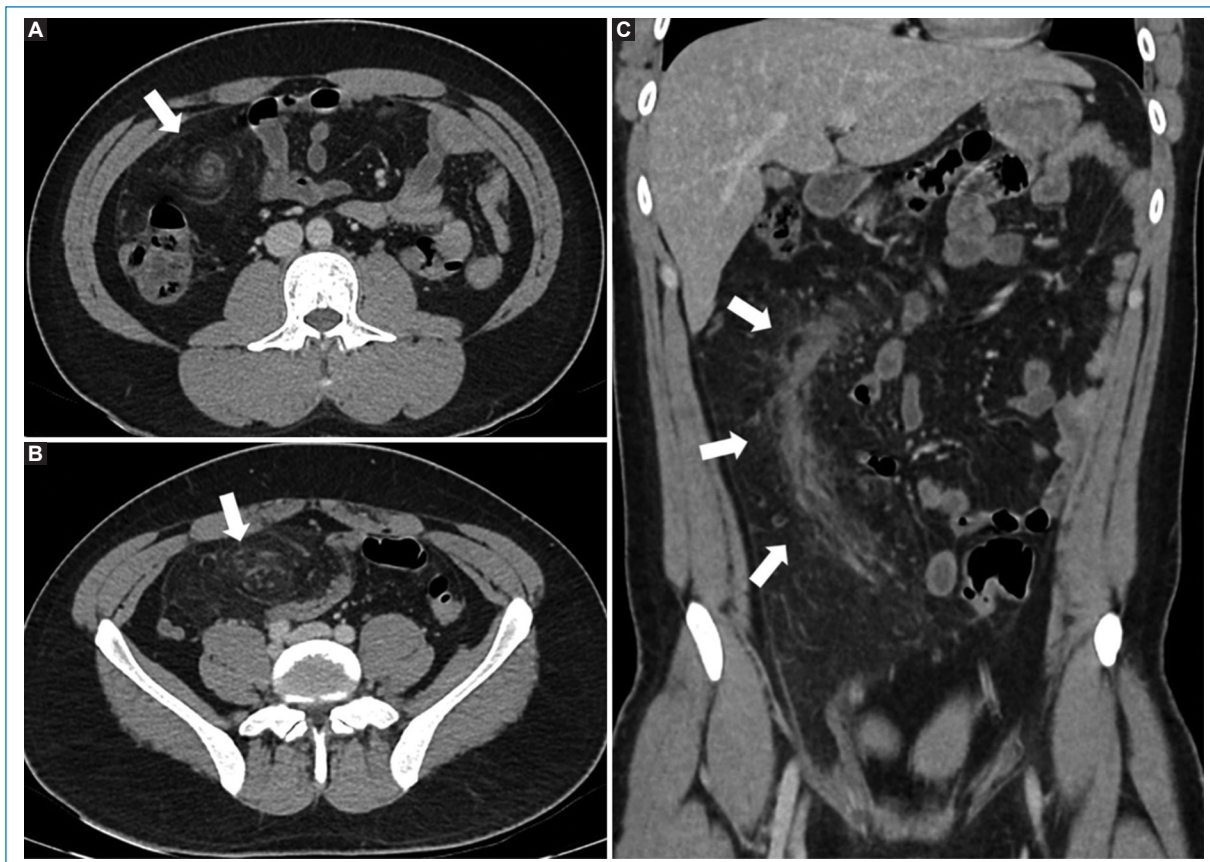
Tomografía computarizada de abdomen y pelvis en fase venosa portal. A: imagen axial que muestra el «signo del remolino» en el omento mayor a nivel del flanco derecho, con rotación de estructuras vasculares congestivas asociada a edema en el tejido adiposo adyacente (flecha blanca) compatible con torsión omental. B: aumento en la densidad del omento mayor en la fosa ilíaca derecha (flecha blanca). C: imagen coronal que demuestra la extensión del giro de estructuras vasculares edematosas desde el epigastrio hasta la fosa ilíaca derecha (flechas blancas).
